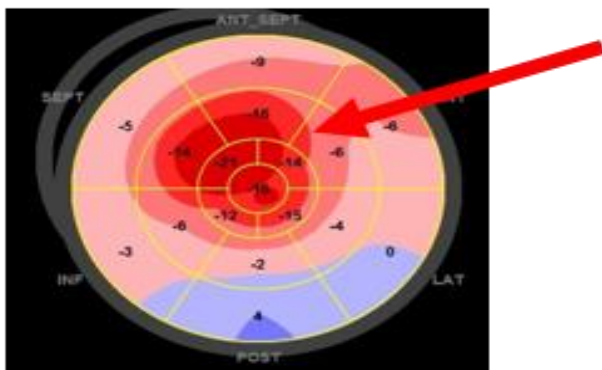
Imagem bidimensional do ecocardiograma utilizando a técnica de strain mostra deformidade miocárdica preservada na região apical (áreas em vermelho - seta aponta para o sinal da “cereja no bolo”) e diminuída nos demais segmentos do ventrículo esquerdo. Este sinal é fortemente sugestivo de amiloidose cardíaca.
